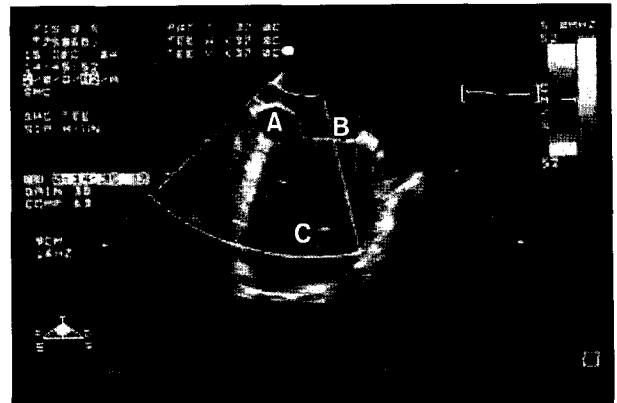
Intraoperative transesophageal echocardiography. The flow of fistula is disappeared after ligation of fistula.
